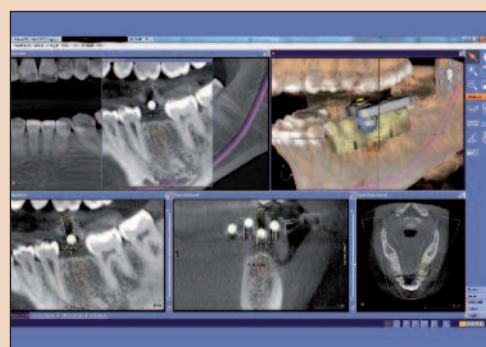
Томограмма с опорным ориентиром и наложенным изображением будущей реставрации CEREC.
